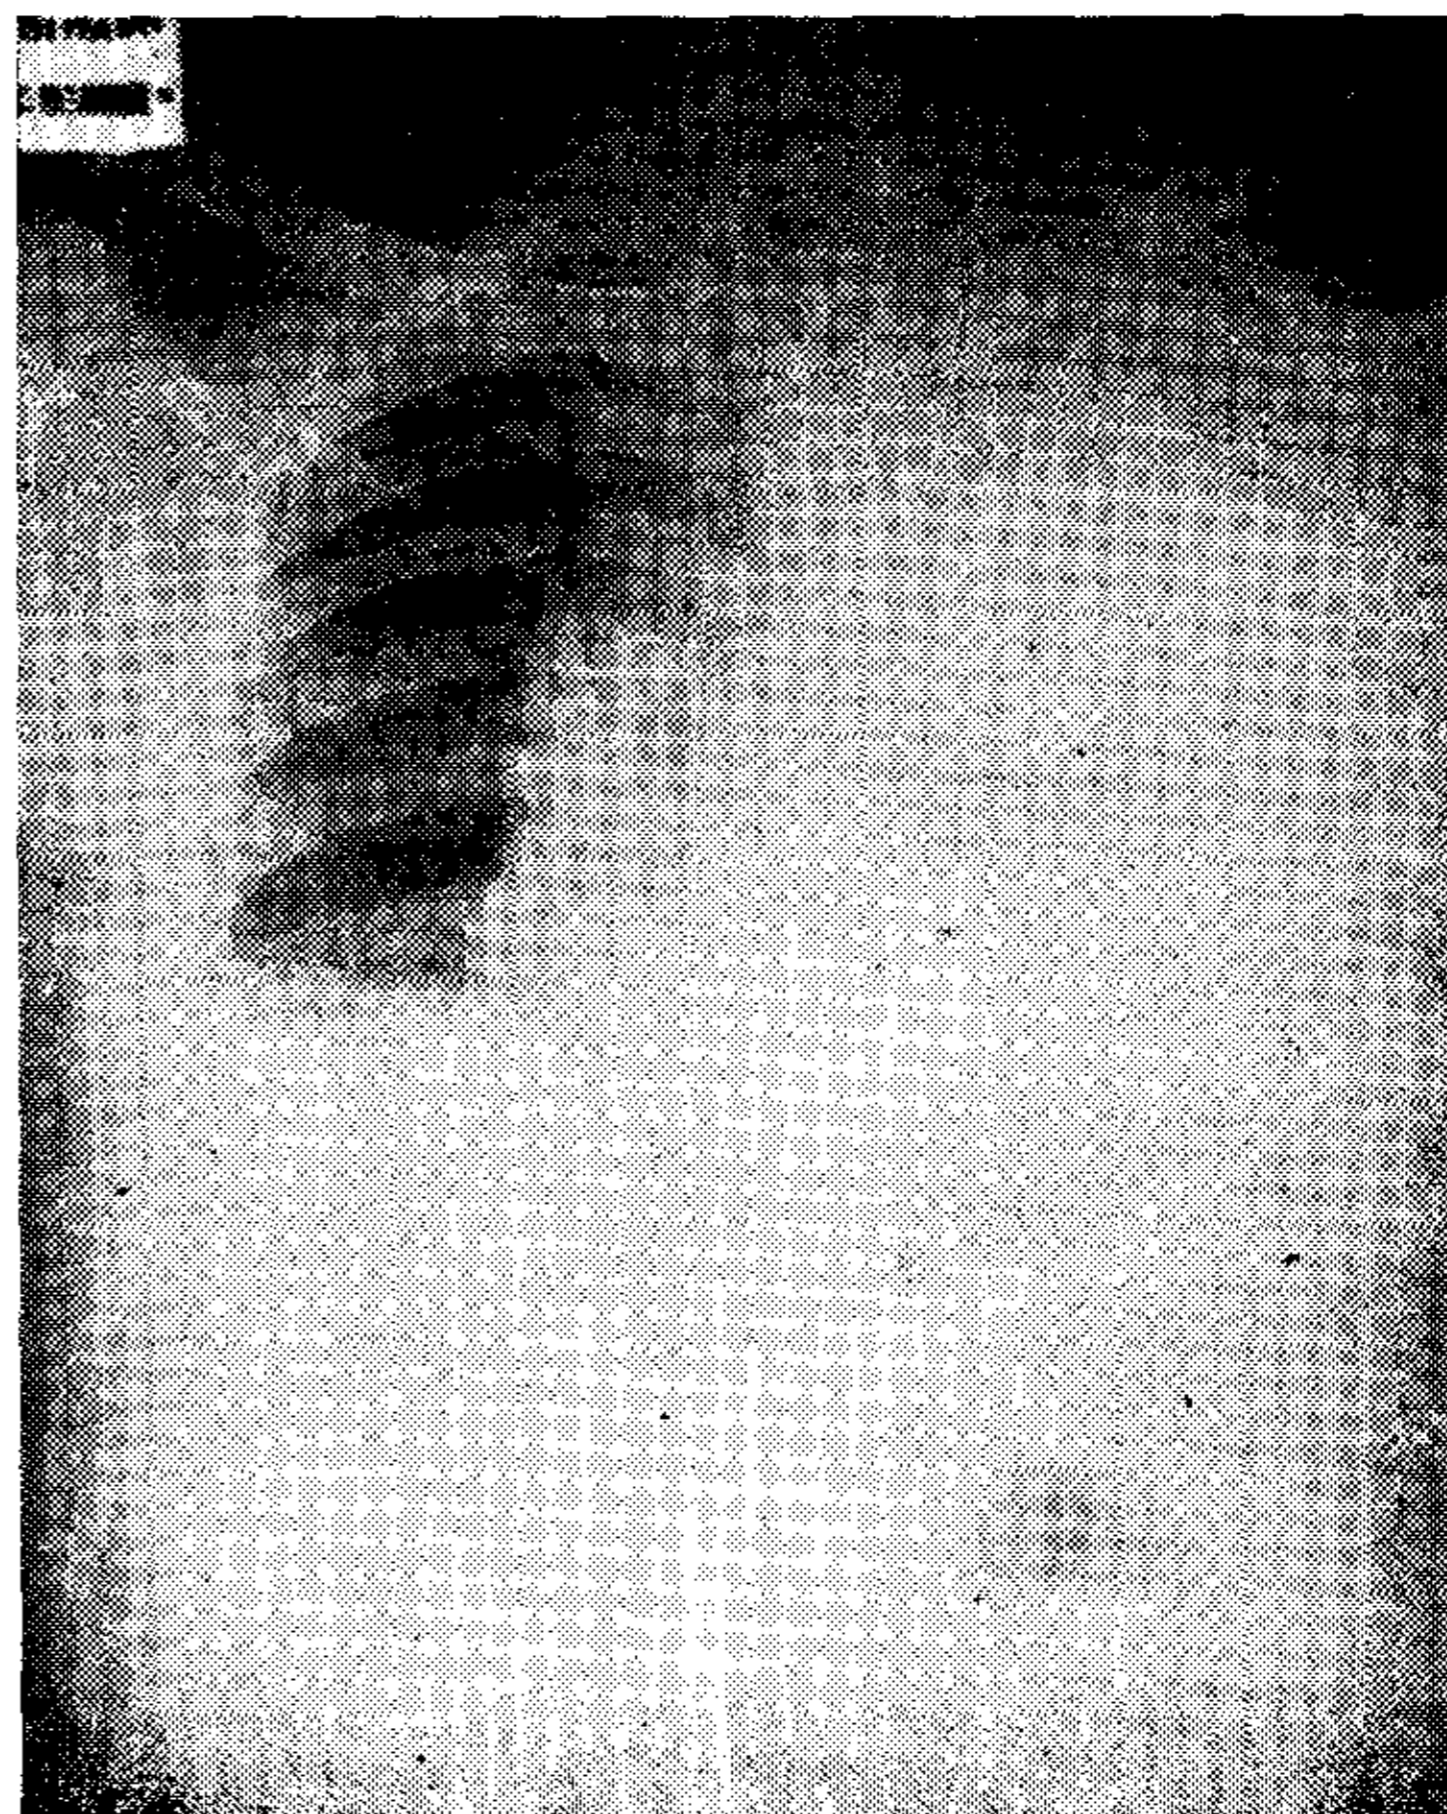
Radiografía al ingreso del mismo paciente. Aneurisma roto con gran hemotórax. Fue operado en esta situación.
